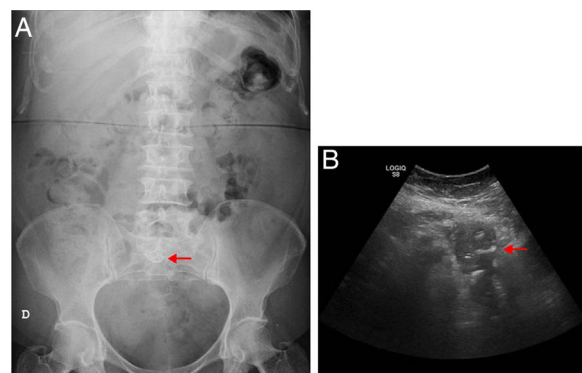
A) Radiografía simple de abdomen en decúbito supino, luminograma intestinal normal con una imagen radioopaca e inespecífica, proyectada sobre el hueso sacro. B) Ecografía abdominal, muestra una masa heterogénea en hipogastrio.
